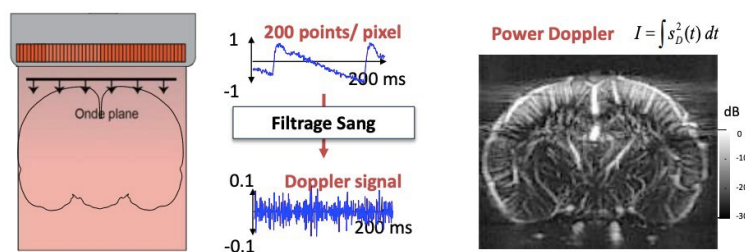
Doppler ultrasensible
